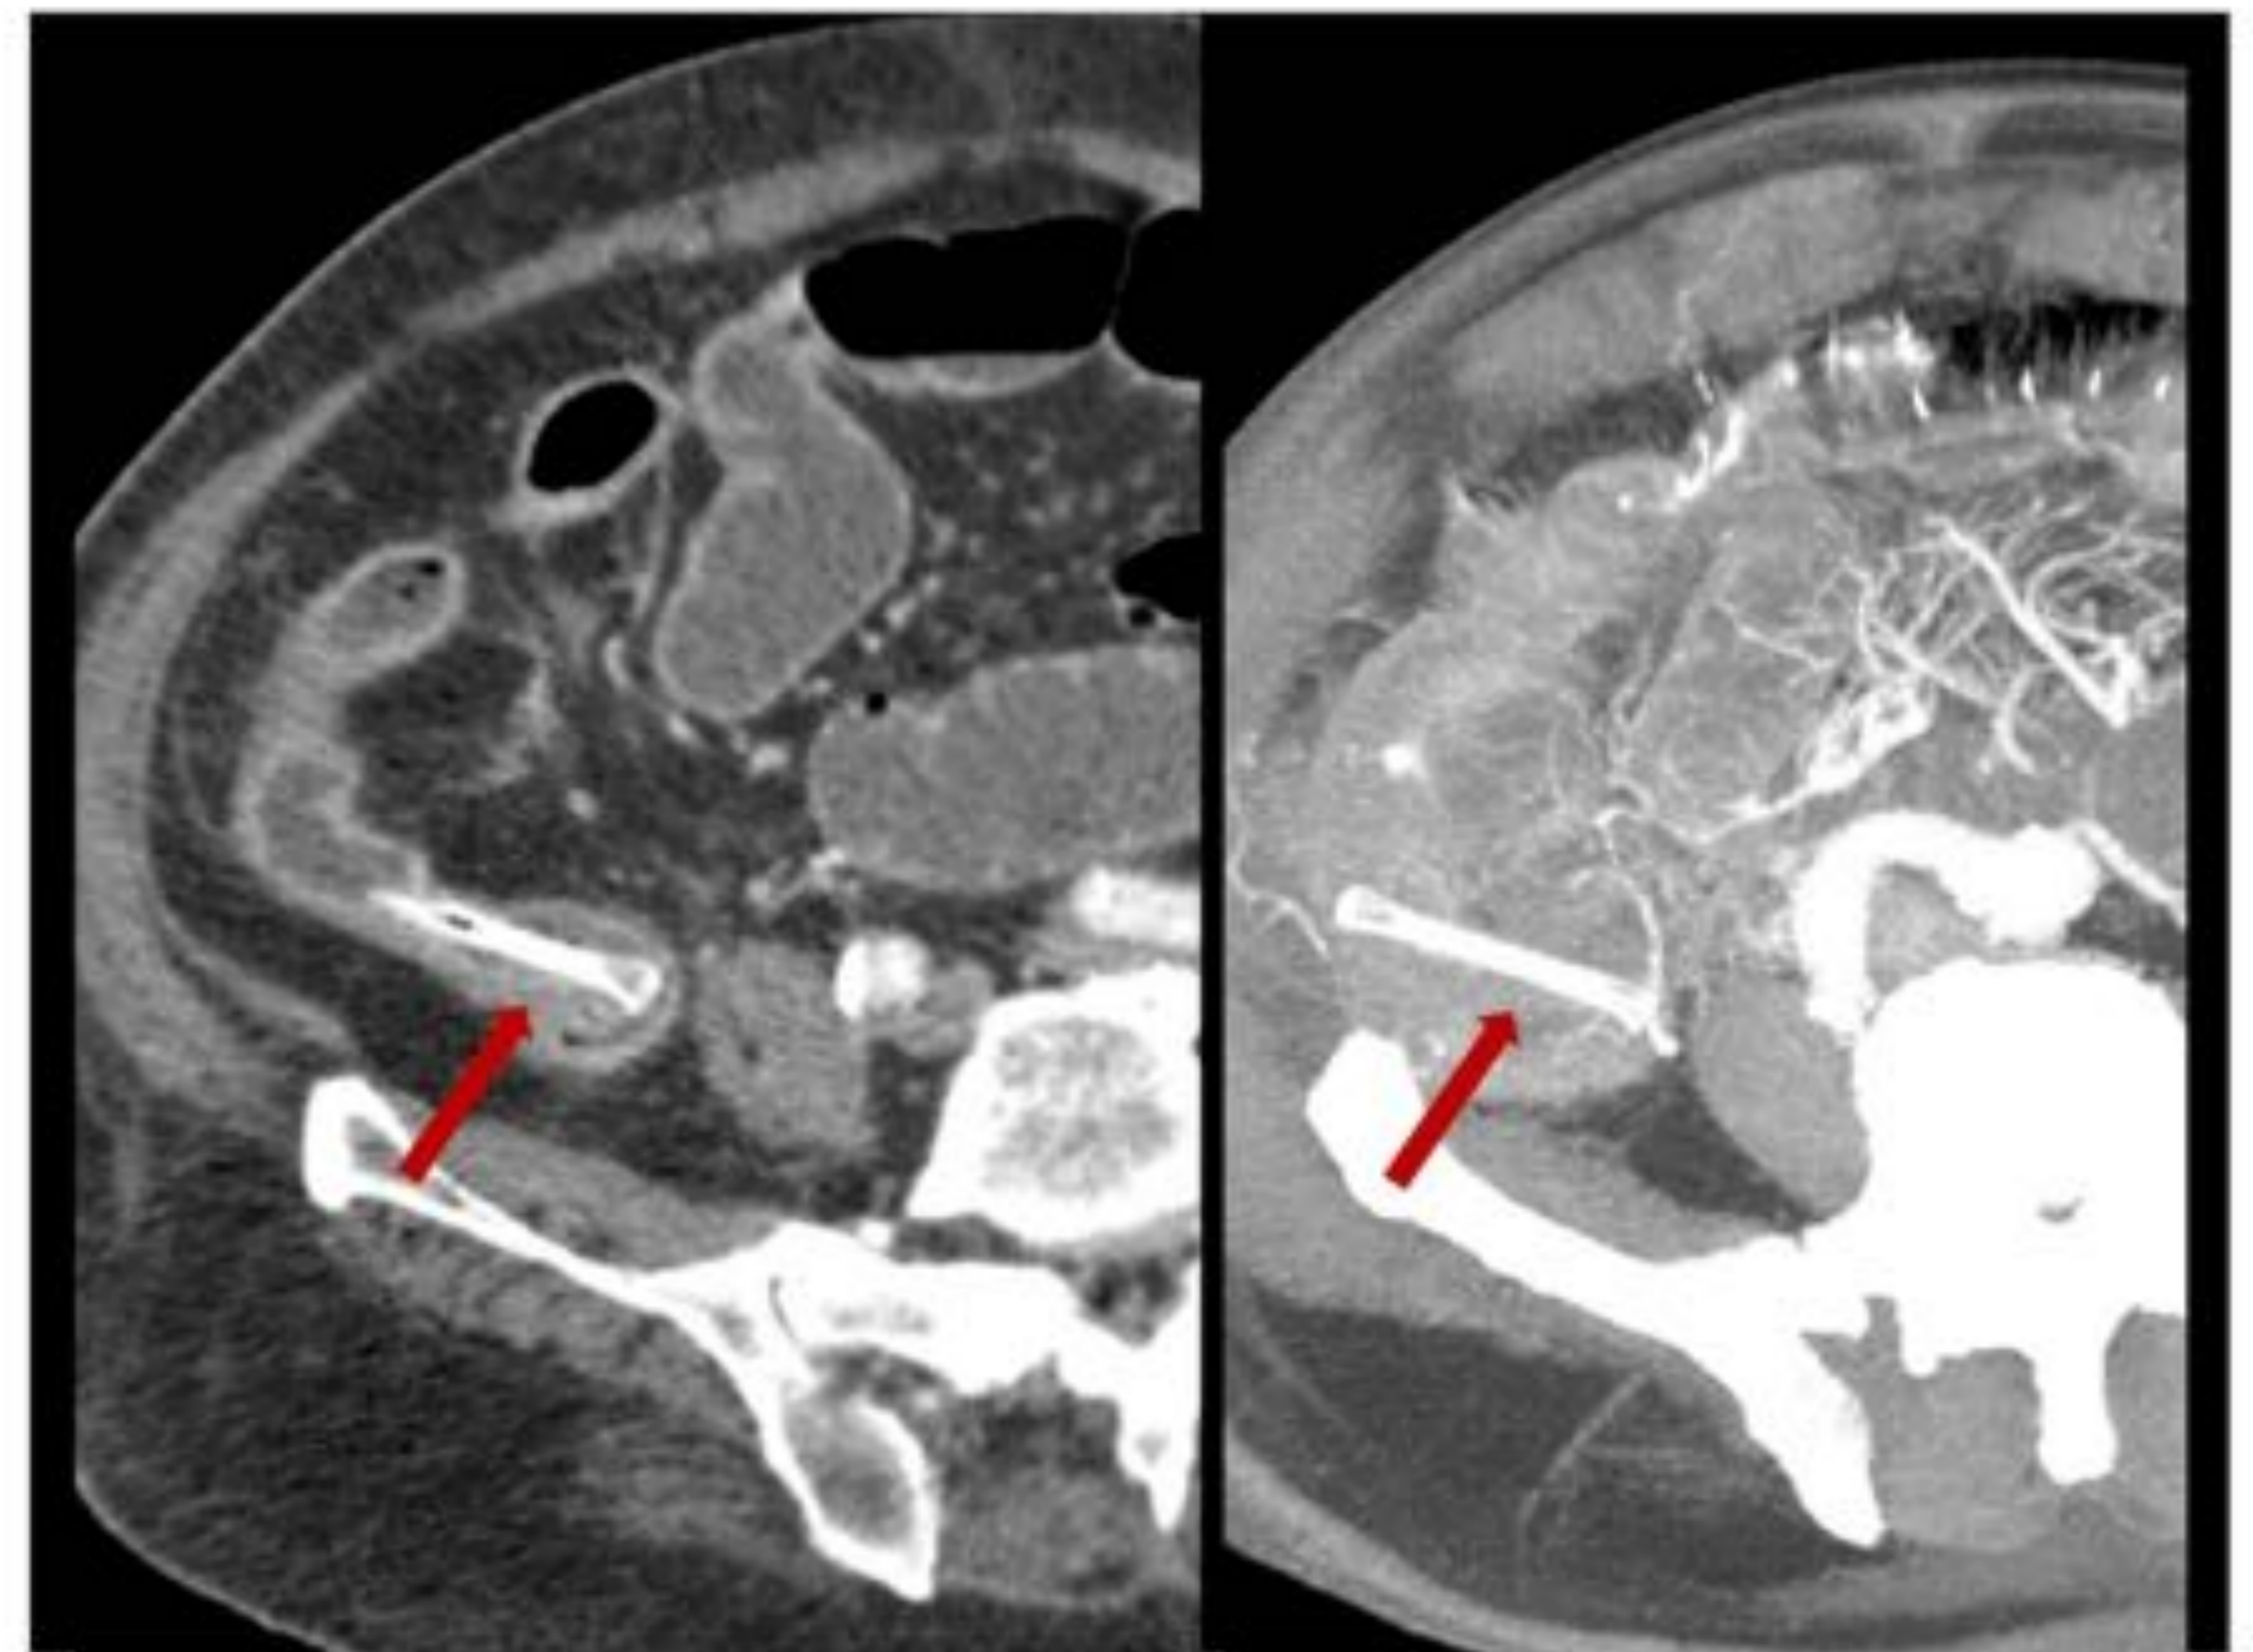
TC axial que muestra un hueso en el interior de un asa de intestino delgado.
